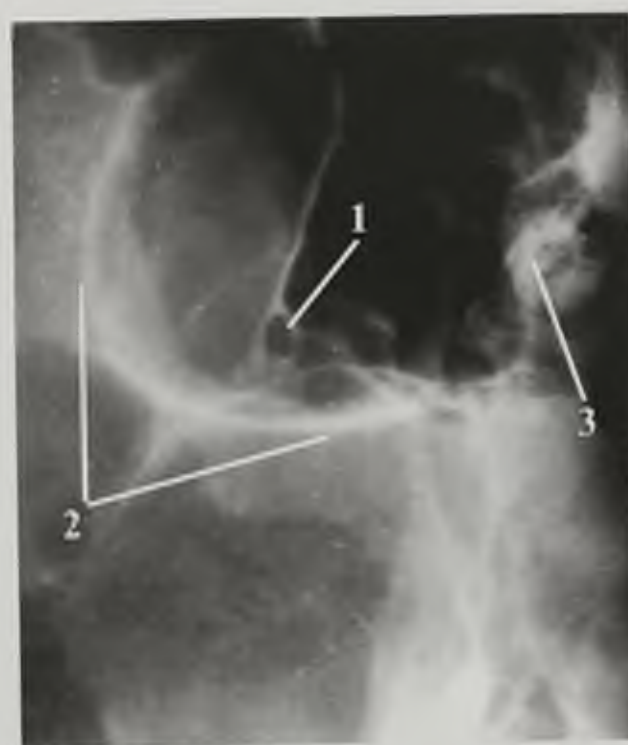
Рентгенограмма глазниц в косой плоскости по Резе: 1 — отверстие канала зрительного нерва; 2 — латеральный контур входа в глазницу; 3 — задние ячейки решетчатого лабиринта
